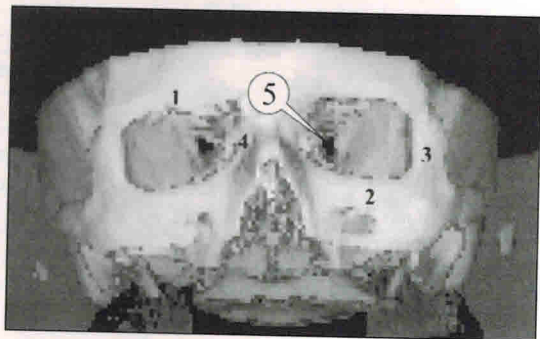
Фрагмент компьютерной томограммы.
